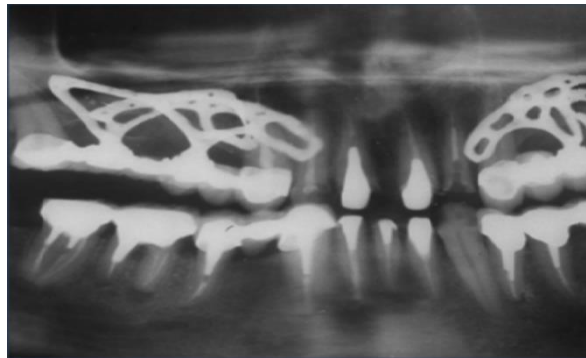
Radiographie d'un implant sous-périosté [14]
